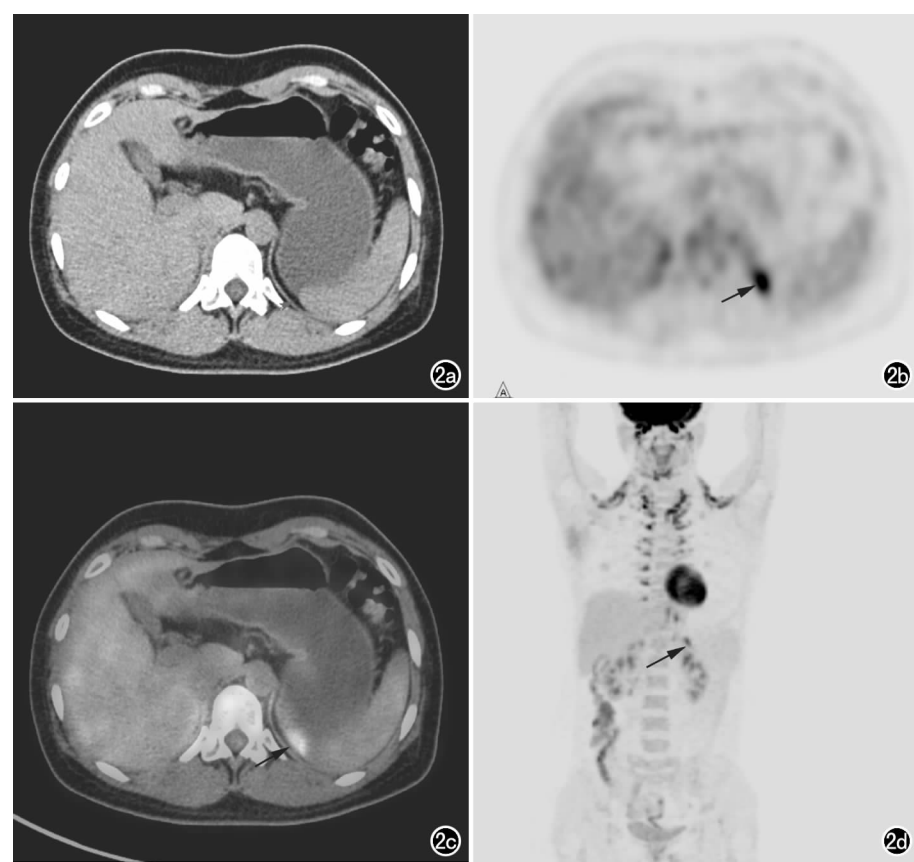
腹部 BAT 摄取部分表现为非对称性。a) CT 图像未见明显异常；b) PET 图像示腹腔左侧肾上腺上缘非对称性高摄取灶(箭)；c) 融合图像示高摄取灶对应的解剖部位 CT 值为脂肪组织(箭)，相应区域未发现肿大淋巴结或其他新生物；d) PET MIP 图像示锁骨区及脊柱两侧对称性分布的 BAT 摄取(箭)。
